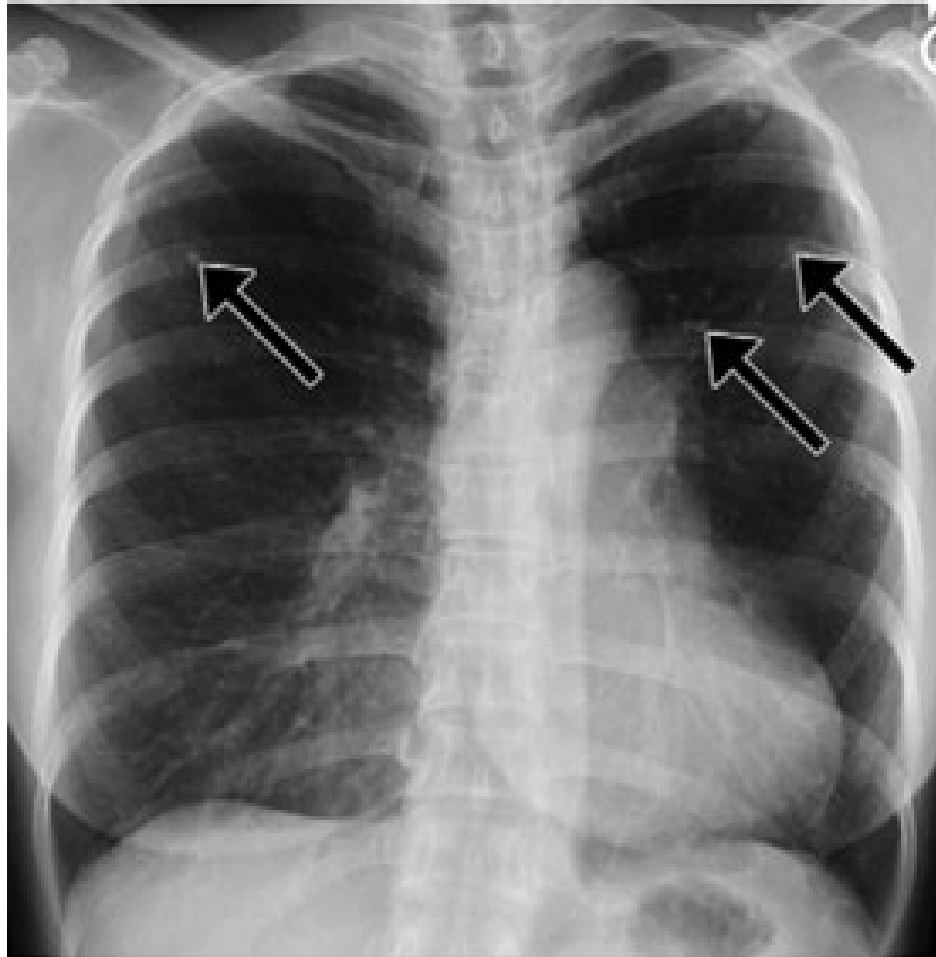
Calcified nodules from an old granulomatous infection in a 52-year-old woman with a positive tuberculin skin test before initiation of biological therapy for inflammatory arthritis. PA chest radiograph shows scattered calcified nodules (arrows).
